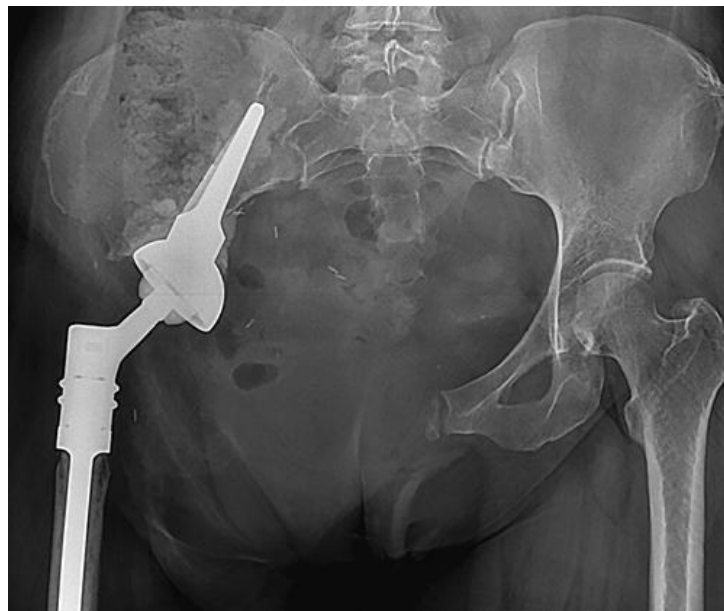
Рентгенограма пацієнта після видалення пухлини із проведенням резекції кісток тазу II-III типу і реконструкцією кульшового суглобу ацетабулярним ендопротезом із ніжною.
